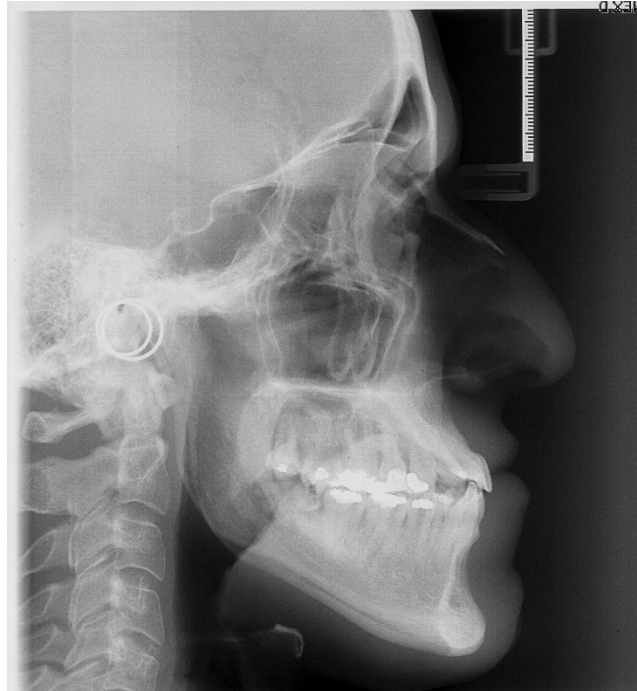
Telerradiografia inicial
